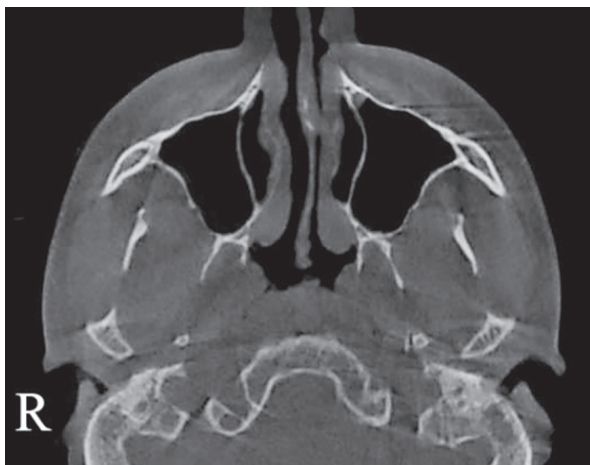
Пацієнт М., а) вихідна аксіальна СКТ; б) вихідна фронтальна МПР.
